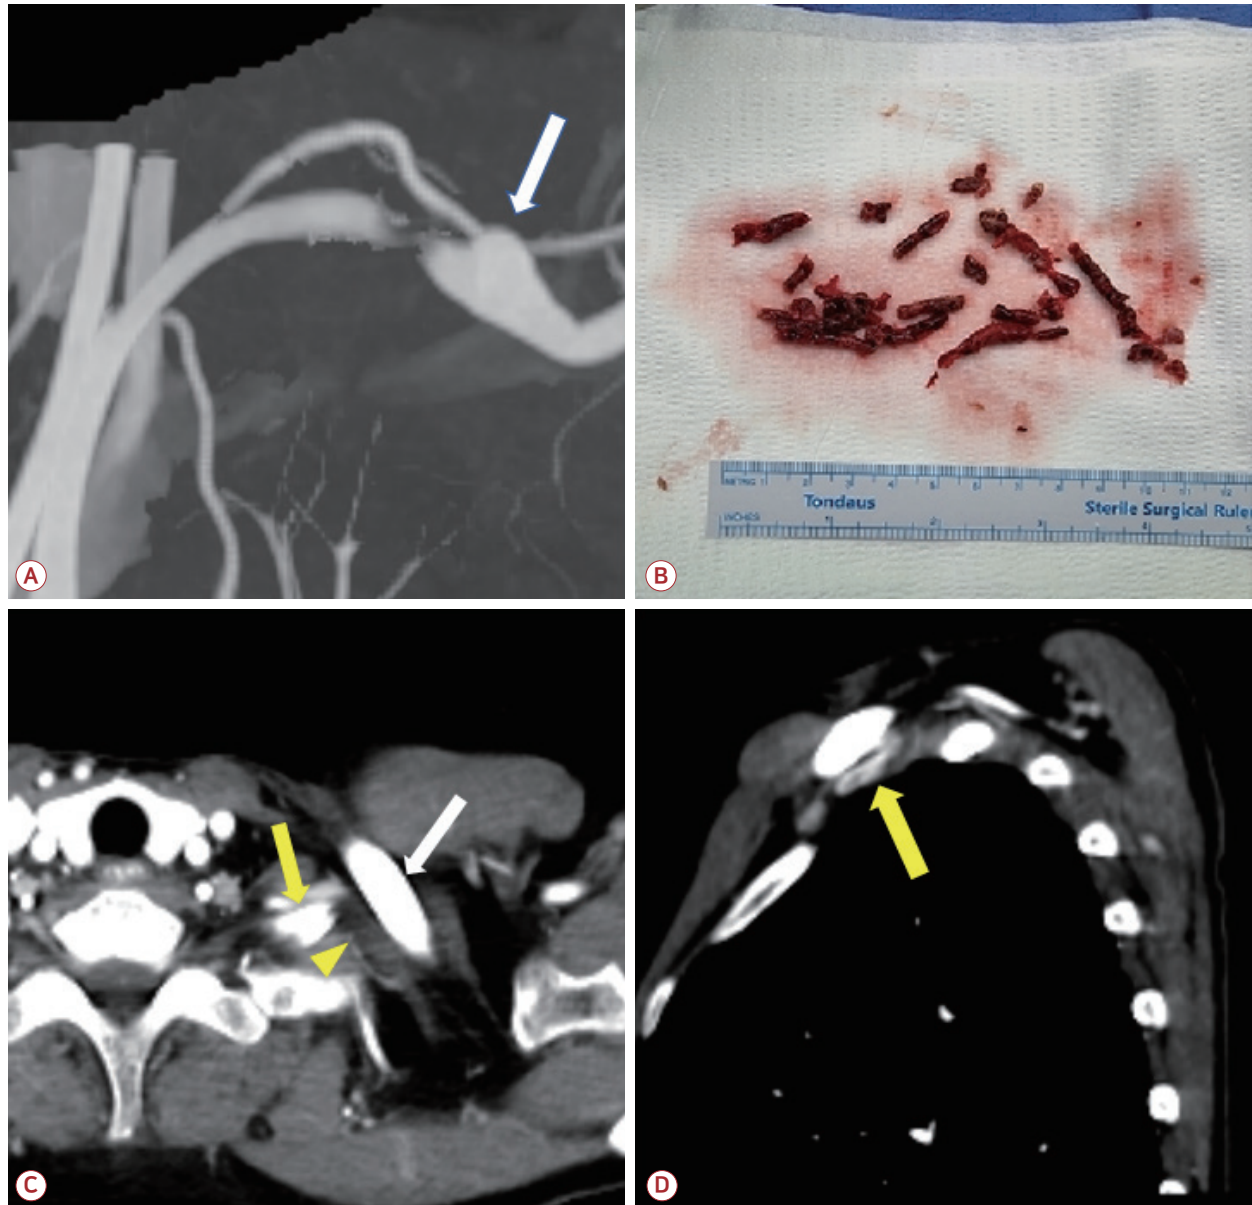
Follow up images and photos after thrombectomy. (A) Reconstruction of upper extremity computed tomography (CT) angiography showing constriction of right subclavian artery and aneurysmal change of distal part (white arrow). (B) The thrombus obstructing the right subclavian artery. (C, D) Right cervical rib (yellow arrows) and clavicle (white arrow) interrupting flow of right subclavian artery (yellow arrowhead).
